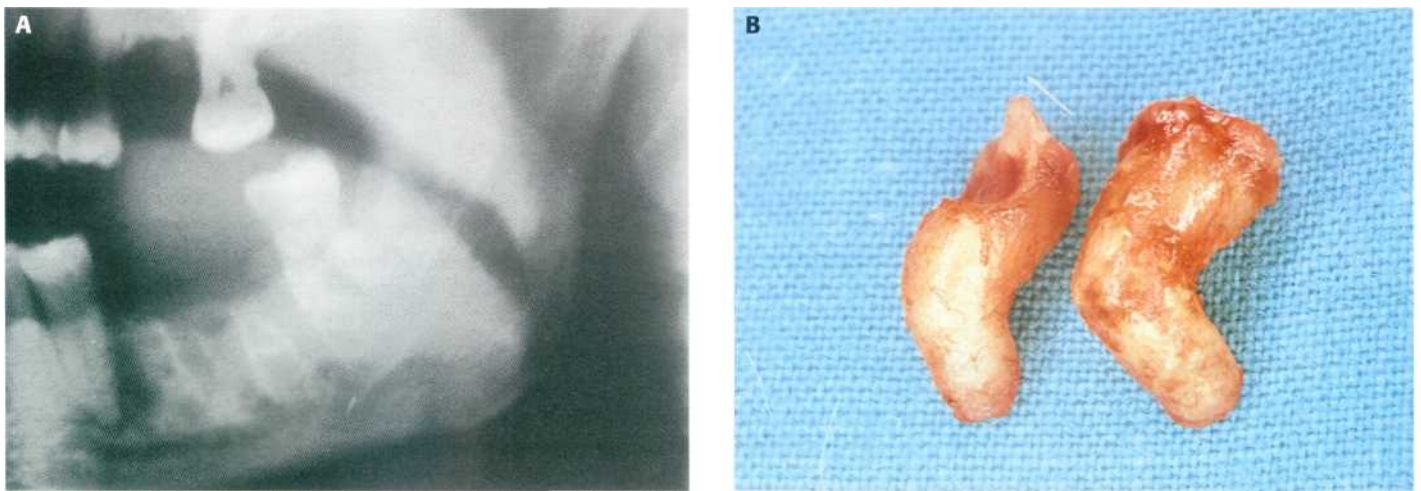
Molar inferior con las raíces divergentes que favorecen la fractura de las raíces. (A) Detalle de la ortopantomografía. (B) Raíces curvas que son muy retentivas.
